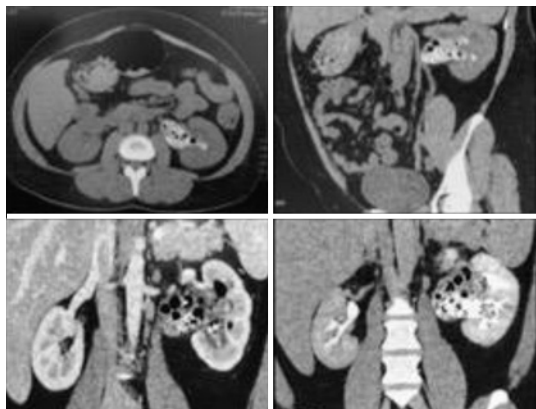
Tomografia computadorizada pré-operatória com presença de material hiperdenso e gás pielocalicial.
